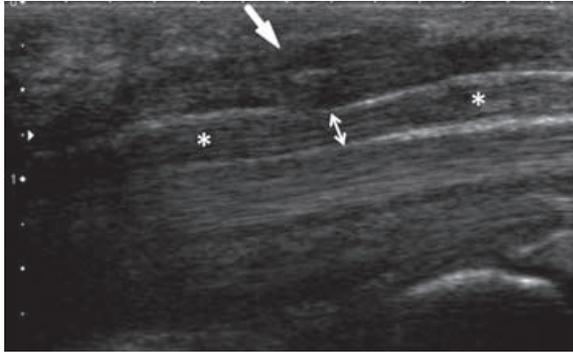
Coupe sagittale échographique. Epaisseur rétinaculaire très important (flèche), avec compression persistante (double flèche) du nerf médian (astérisque).
